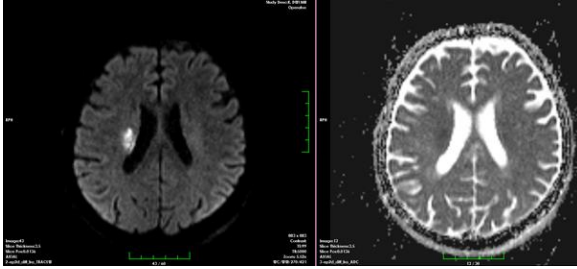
Difüzyon MRG'de solda kaudat nükleus ve lentiform nükleus anteriorunda akut difüzyon kısıtlaması.
